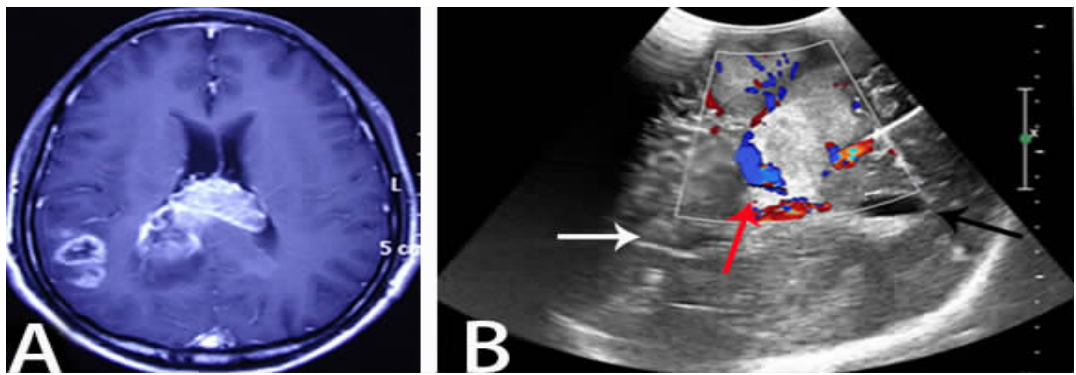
1例颅内多发星形细胞瘤(WHO III~IV级)患者术前MRI和术中超声像图
